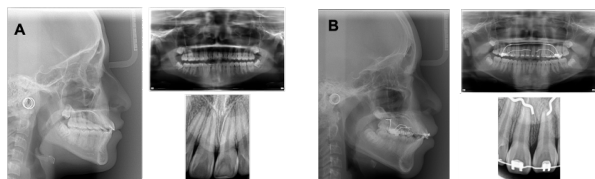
(A) Radiografías cefalométrica, panorámica y periapical finales del incisivo maxilar ectópico. (B) Radiografías cefalométrica, panorámica y periapical finales del incisivo maxilar impactado.
